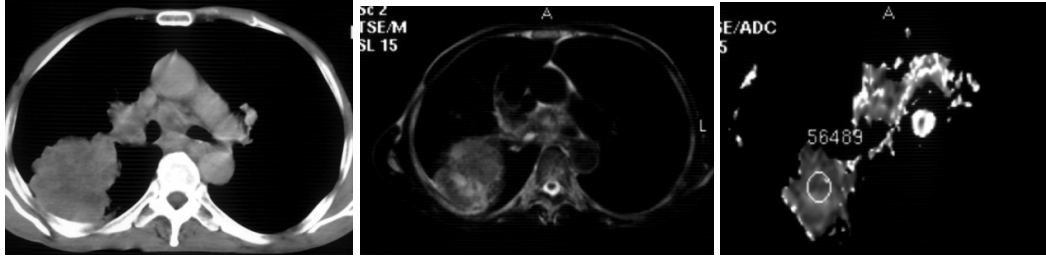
Sol akciğer üst lobda, plevral tabanlı, 7x6x5.5 cm boyutta kitle (adenokarsinom) ve aortikopulmoner pencerede lenf nodu. A- BT görünümü B- T2A MRG görünümü C- ADC görüntüleri. Lenf nodunun ADC değeri $3.41 \times 10^{-3} \text{ mm}^2/\text{sn}$ olarak ölçüldü. A'- BT görünümü B'- T2A MRG görünümü C'- ADC görüntüleri. Kitlenin ADC değeri $1.19 \times 10^{-3} \text{ mm}^2/\text{sn}$
